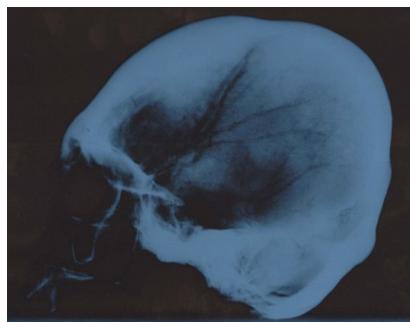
Рентгенограмма в боковой проекции черепа мужчины 40–50 лет из погребения 7 кургана 12 могильника Абганерово III
